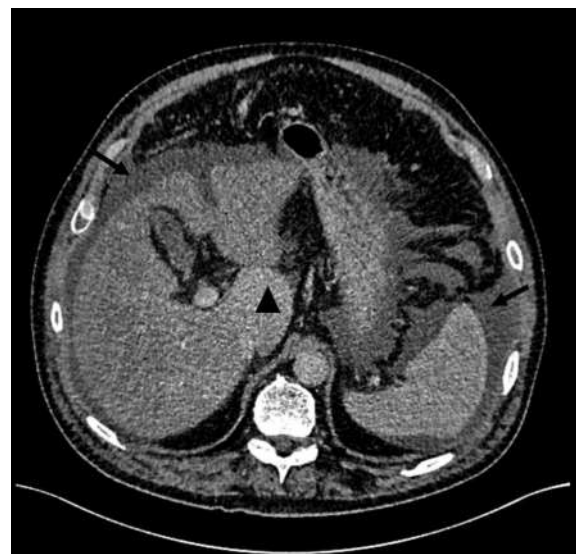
CT Abdomen bei Eintritt mit Aszites (→), vergrößerem Lobus caudatus (Δ) und Splenomegalie.
